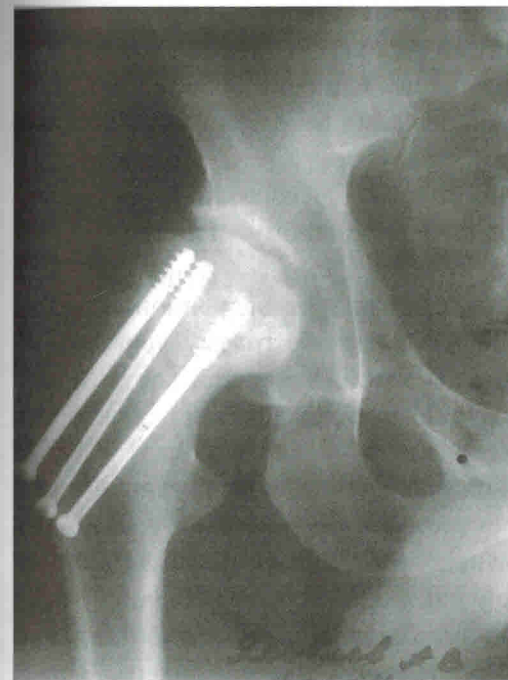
Рентгенограмма правого тазобедренного сустава пострадавшего Я. 1973 г. р. Асептический некроз головки после перенесенного остеосинтеза канюлированными винтами АО по поводу перелома шейки бедренной кости. Причина — позднее проведение остеосинтеза (8 дней после получения травмы).
